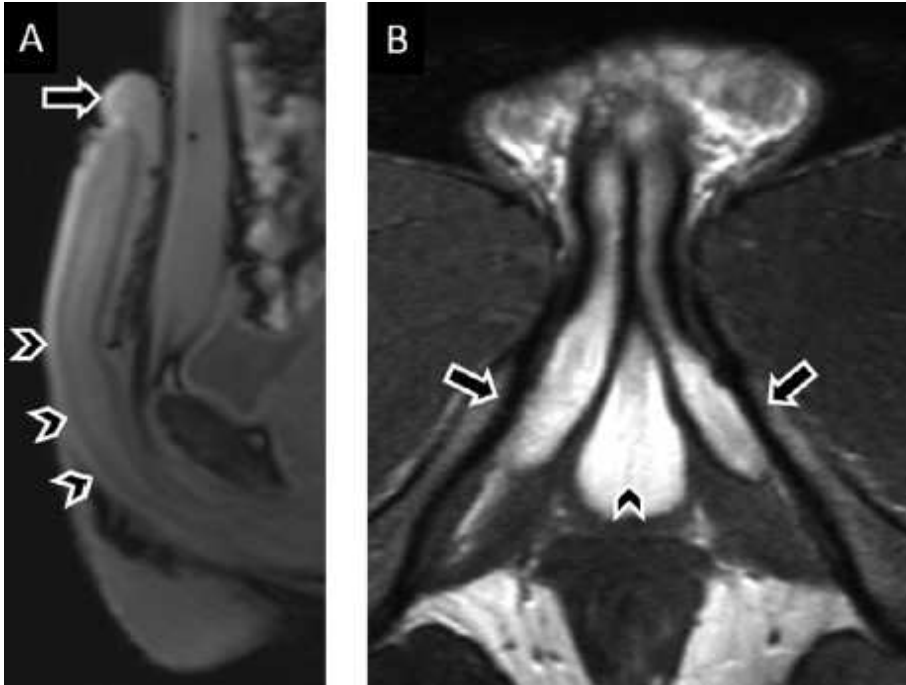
Anatomía peneana normal en resonancia magnética: T1 sagital (A) y T2 axial (B).
